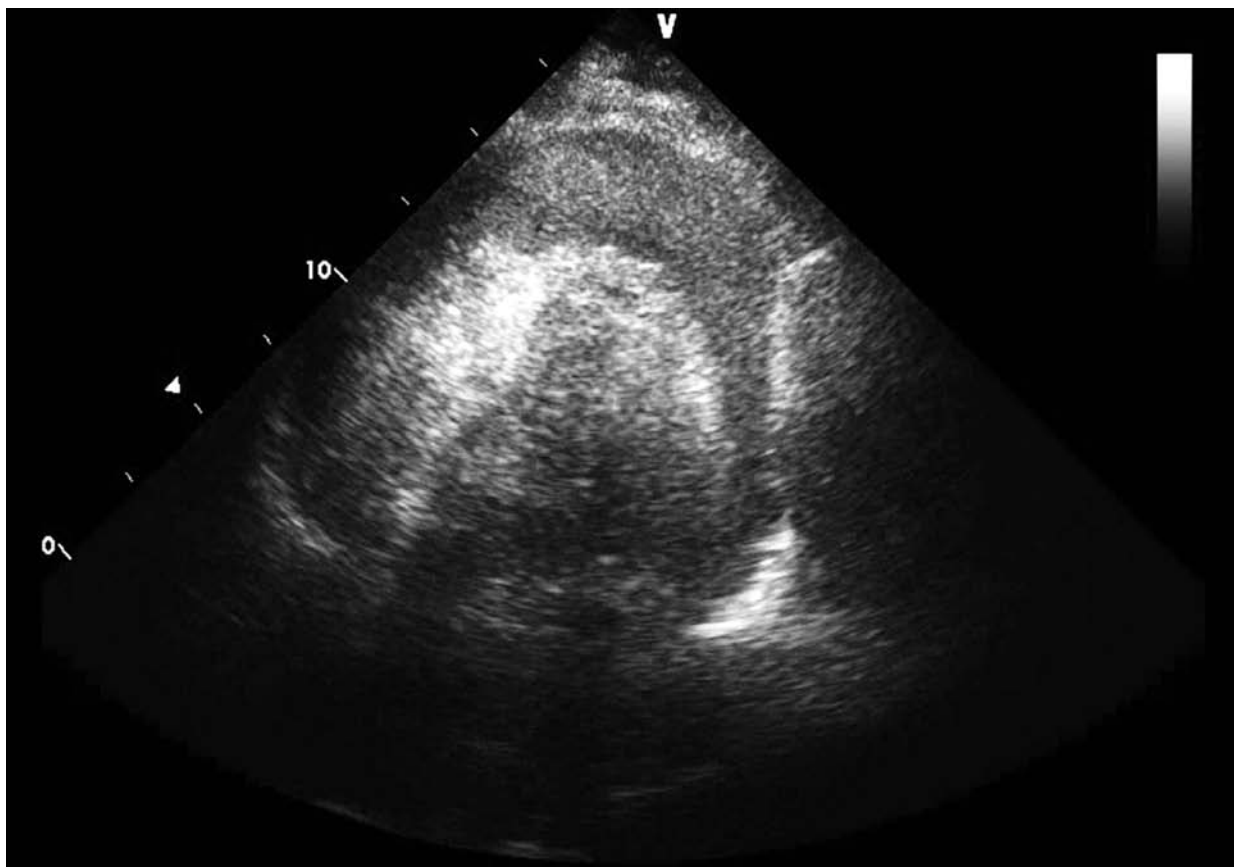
Ecocardiograma bidimensional, vista apical 4 cámaras evidenciando el derrame pericárdico severo con ecos en su interior.
